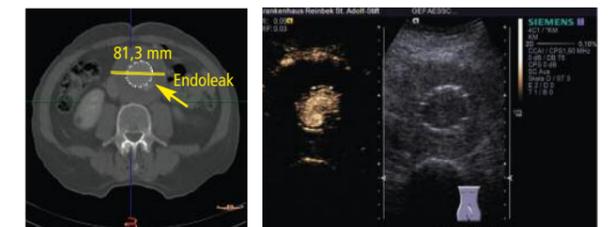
Postoperatives CT mit Endoleak.
